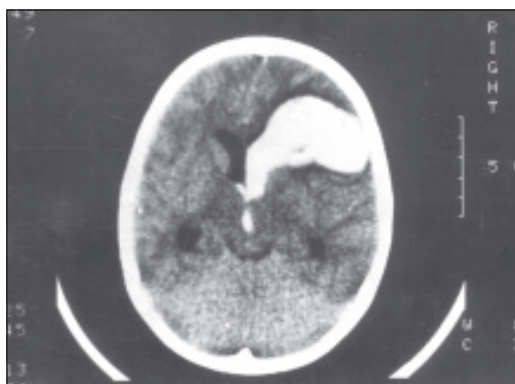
Компьютерная томограмма головного мозга. Врожденная мальформация сосудов лобной доли мозга справа. Разрыв мальформированного сосуда с проникновением крови в желудочек мозга с его тампонадой. Вторично генерализованные клонико-тонические судороги
